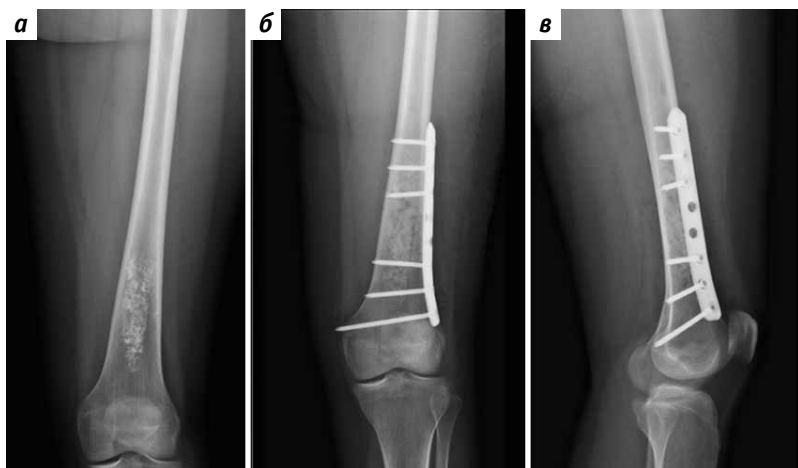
Серия рентгенограмм левой бедренной кости пациентки У.: а – рентгенографическая картина новообразования; б, в – послеоперационная контрольная рентгенография
